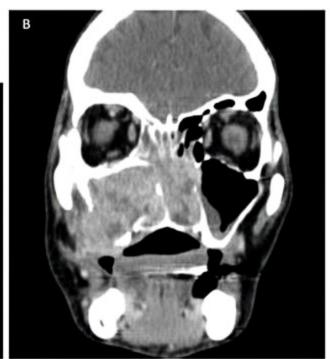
Carcinoma epidermoide do seio maxilar. TC axial (A) e coronal (B). Massa sólida no seio maxilar direito com extensão para as fossas nasais e espaço mastigatório do mesmo lado, com erosão óssea.
